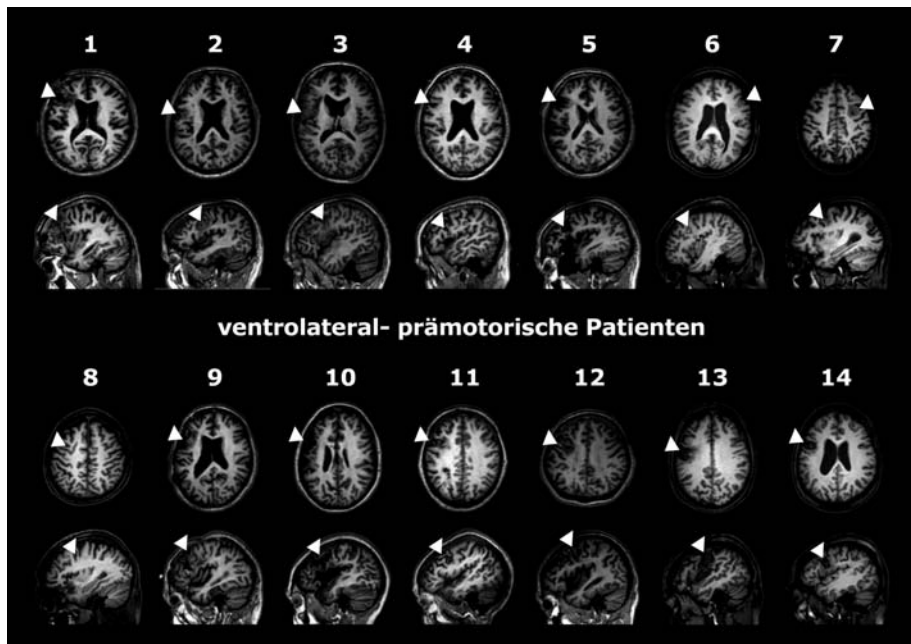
Repräsentative axiale und sagittale Schnitte der  $T_1$ -gewichteten anatomischen MRT-Bilder für jeden ventrolateral-prämotorischen Patienten. Die axialen Schnitte umfassen die  $z$ -Ebene des Koordinatensystem nach Talairach und Tournoux (1988) zwischen 10 und 45. Die sagittalen Schnitte liegen innerhalb der  $x$ -Ebene zwischen -30 und -45 auf der linken Hemisphäre beziehungsweise zwischen 30 und 45 auf der rechten Hemisphäre. Die Nummern entsprechen den Patienten-Nummern aus der Tabelle 5.1. Die Lage der Läsion im Gehirn ist durch ein kleines Dreieck markiert.
